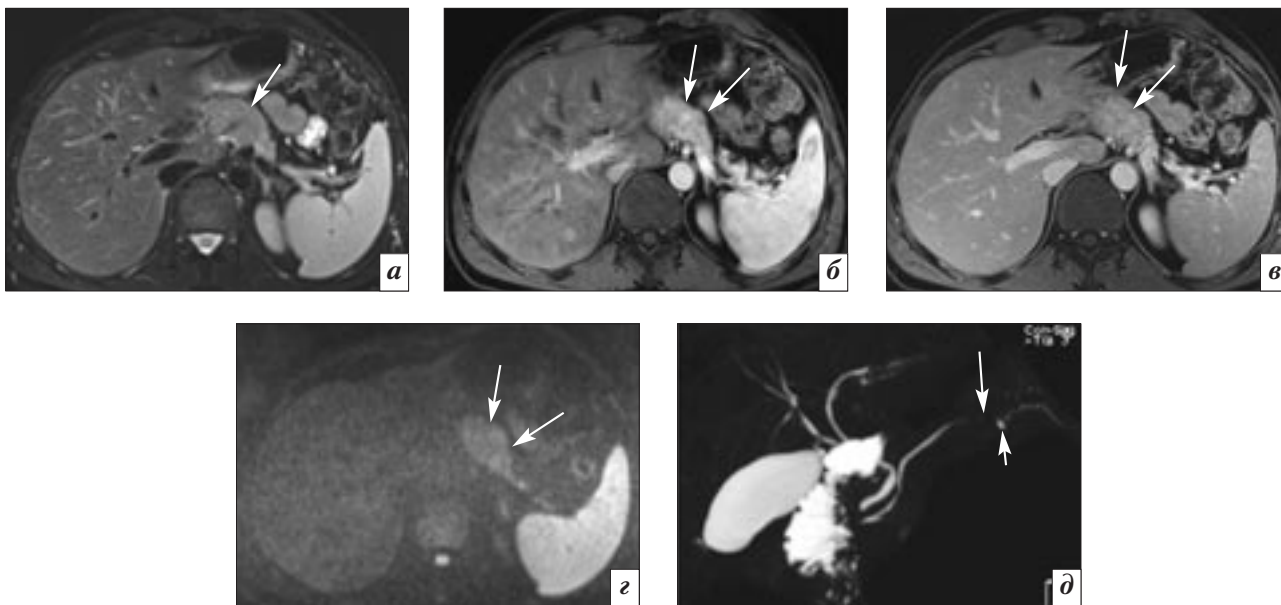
Аксиальные МР-томограммы абдоминальной области и МР-холангиопанкреатограмма пациента 43 лет с АИП (IgG4 negative) (собственное наблюдение):
